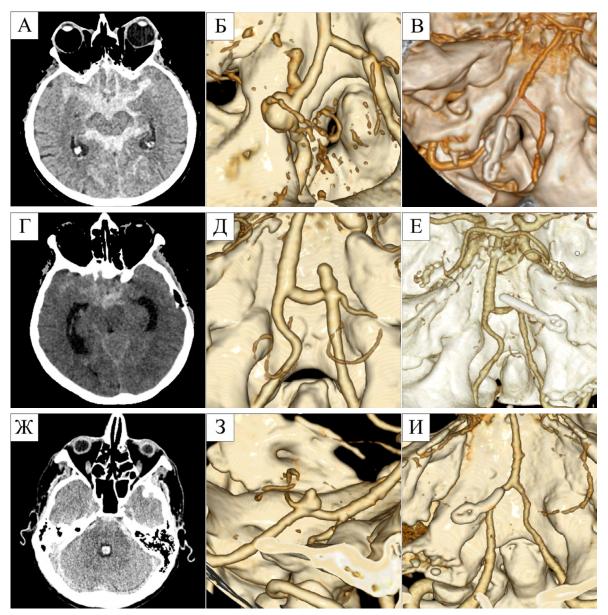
Компьютерная томография и КТ-ангиография: А, Б, В – женщина 73 лет, аневризма устья левой задней нижней мозжечковой артерии, массивное субарахноидальное кровоизлияние; Г, Д, Е – женщина 37 лет, аневризма устья правой задней нижней мозжечковой артерии, субарахноидальное кровоизлияние, гидроцефалия; Ж, З, И – мужчина 56 лет, аневризма устья левой задней нижней мозжечковой артерии, кровь в IV желудочке. Источник: составлено авторами
